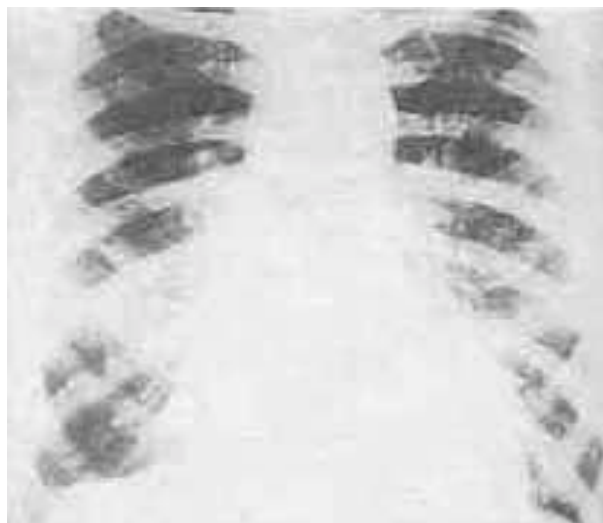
Radiografia de tórax: aumento das câmaras esquerdas, dilatação da aorta e congestão venosa pulmonar.
